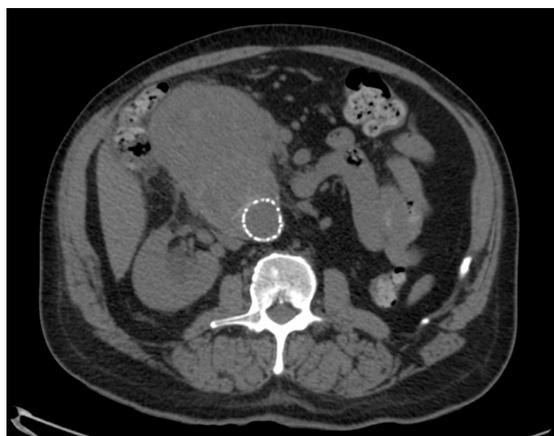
Angiotomografia sem contraste.
